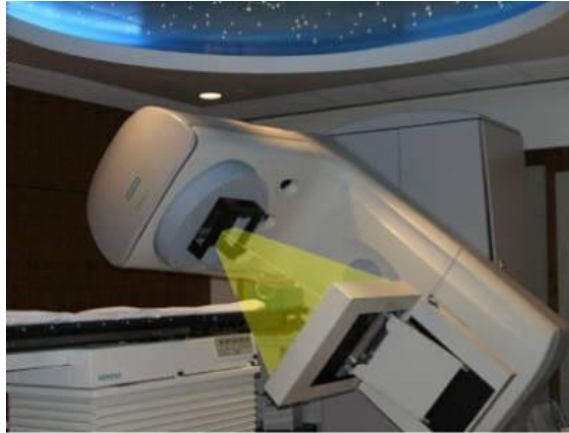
Système tomographie conique de haute énergie (MV CBCT)
